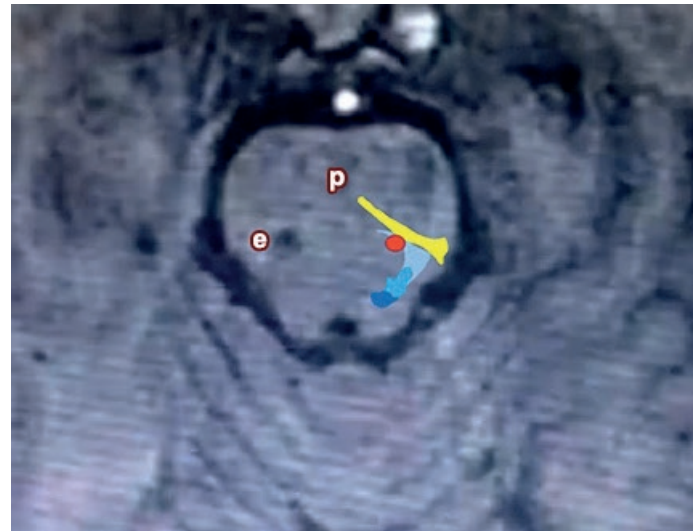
Reconstrucción axial de la RMN de control posoperatoria fusionada, en el lado opuesto al implante, con el atlas anatómico en el plano de corte correspondiente. Extremo del electrodo (e), Protuberancia (p), simulación contralateral de la ubicación del electrodo (círculo rojo), localizado posterior y medial al Lemnisco medio (en amarillo)
